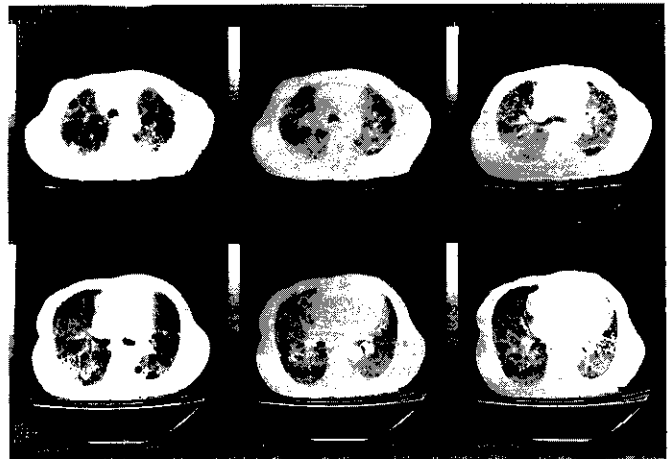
PPHとIIPの合併例(71歳:女性)の胸部CT。典型的肺線維症の所見である。
